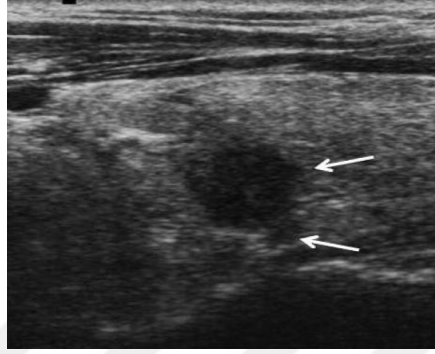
Halo örnekleri. a) İnce düzenli halo ile izoekoik nodülün gri tonlamalı görüntüsü, b) Aynı nodülün renkli akımlı Doppler görüntüsü, periferik vaskülariteye karşılık gelen haloyu gösterir, c) Katı izo-ila hiperekoik çevreleyen kalın ve düzensiz halo [28]
